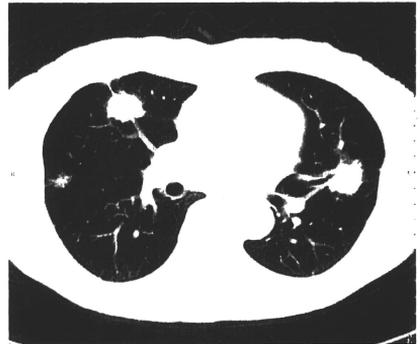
Chest CT after 6 courses of bevacizumab + FOLFIRI. Multiple lung metastasis reduction and pleural effusion disappearance
